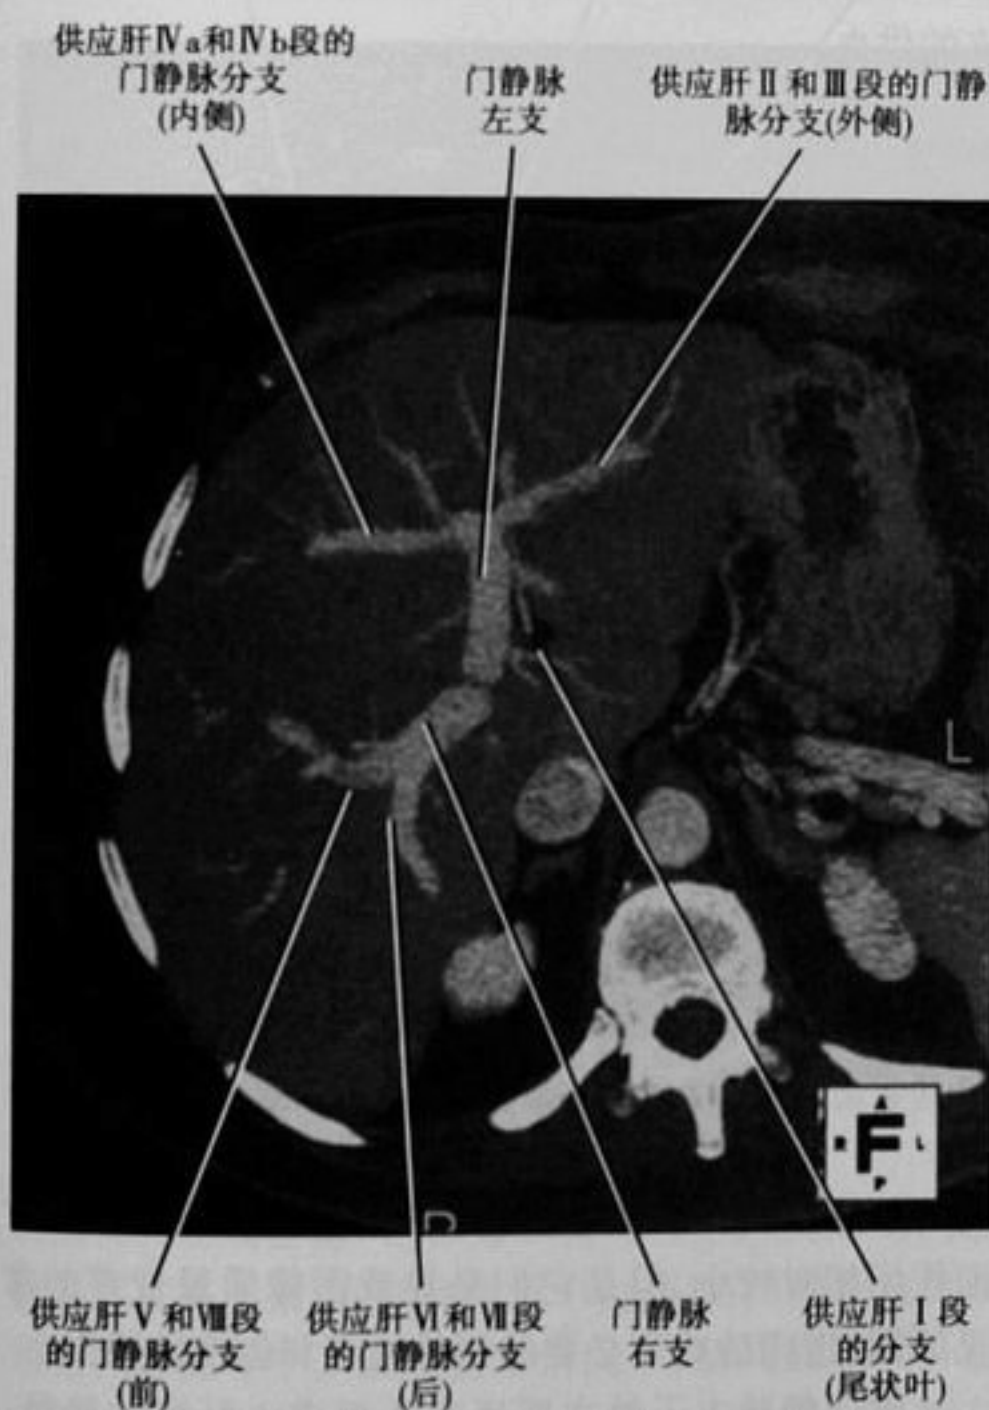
CT 增强轴位最大强度投影显示了标准的门静脉分支类型
